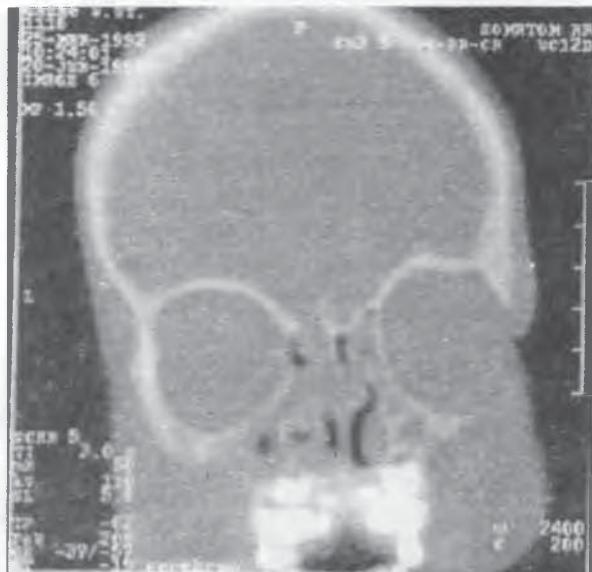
Компьютерная томограмма больного Г., 5 лет, до операции.
